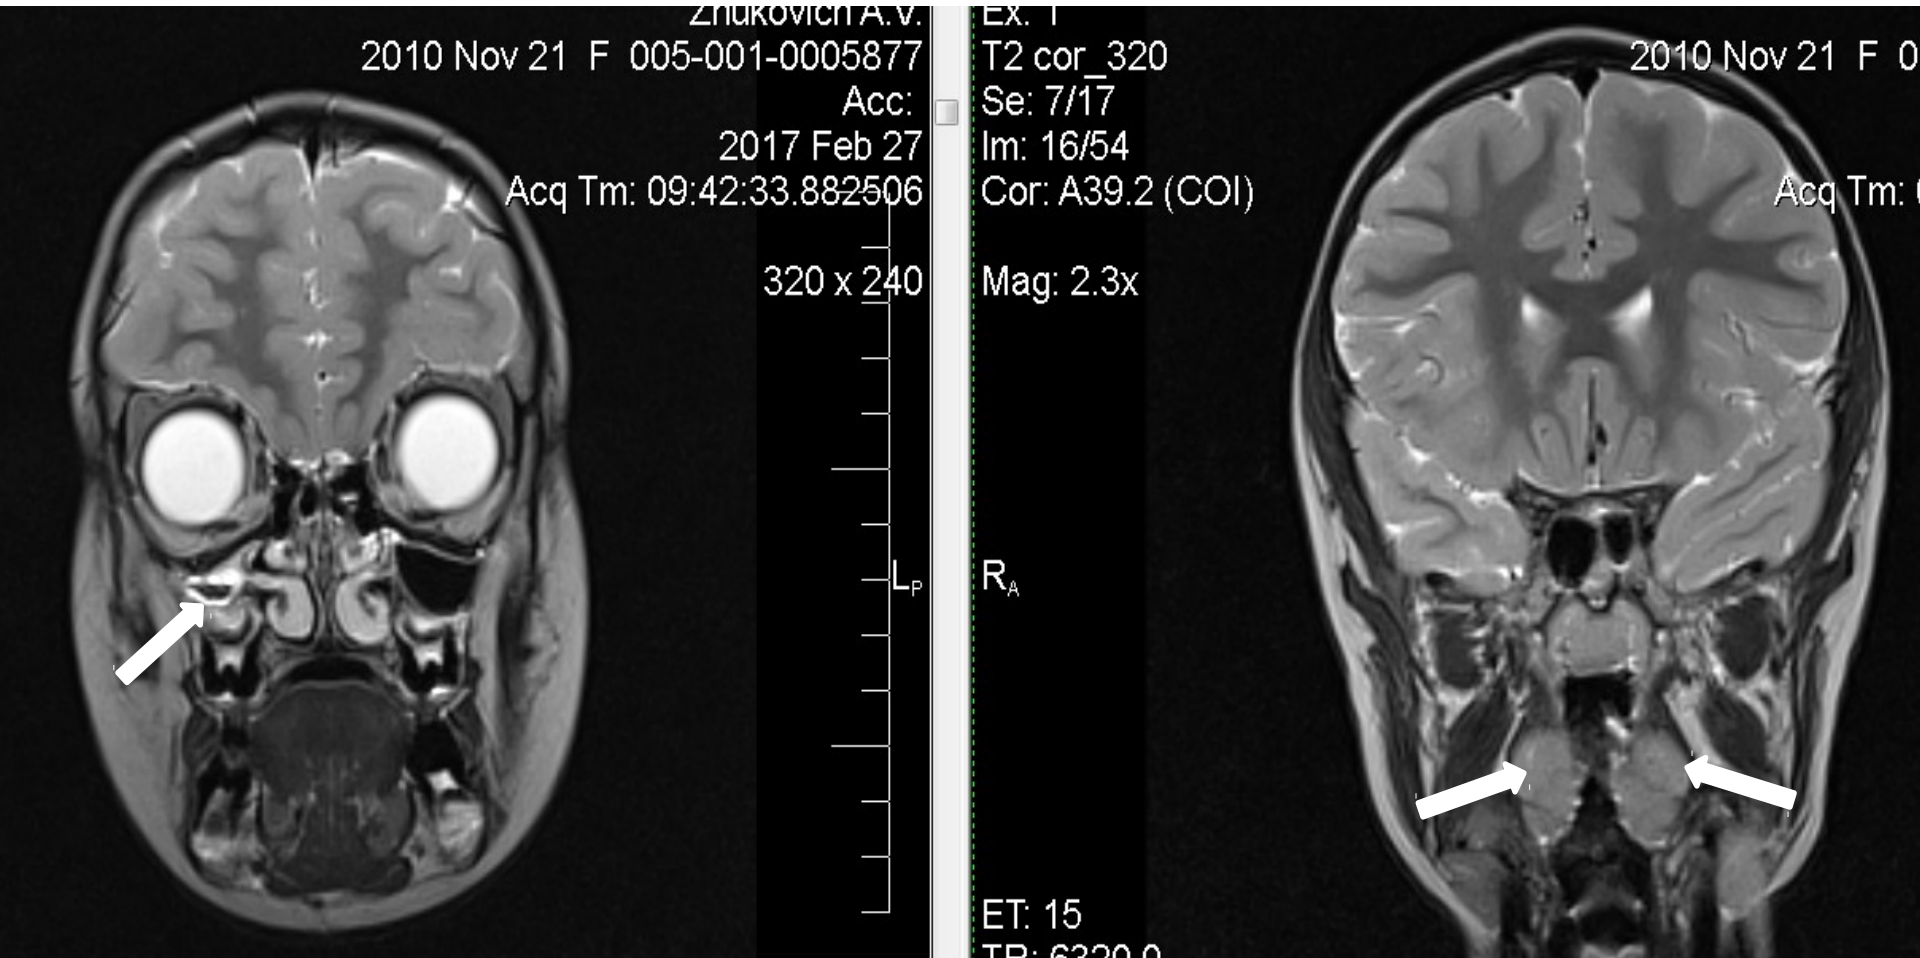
1В и 1Г. Магнитно-резонансная томограмма в коронарной проекции пациентки А., 7-ми лет. Гипертрофия небных миндалин II степени, гипоплазия верхнечелюстной пазухи справа (показано стрелкой)
